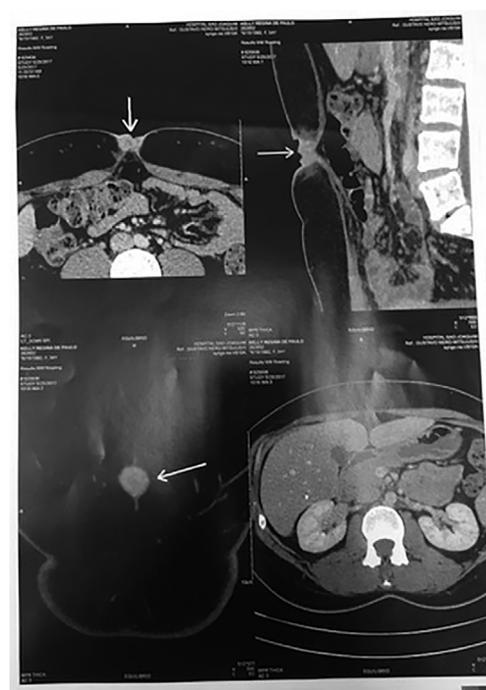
Tomografia computadorizada de abdome compatível com provável endometriose de umbigo.
